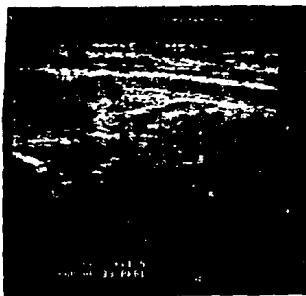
Ecocardiograma fetal. Proyección global del corazón fetal. El ductus arterioso está señalado con la flecha.
